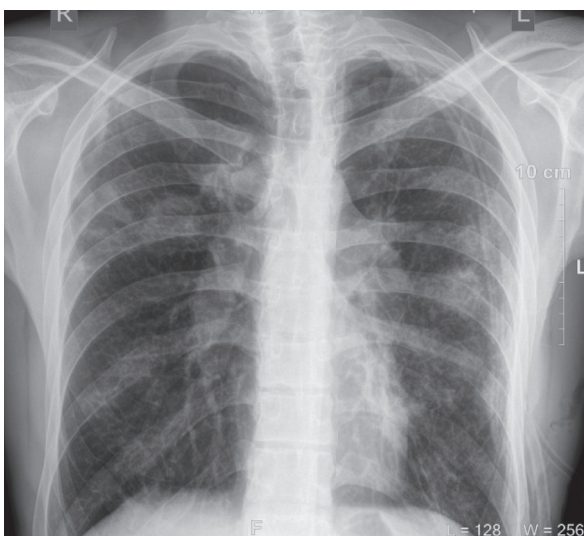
Хворий Б., оглядова рентгенографія ОГП на 2-гу добу після операції.
